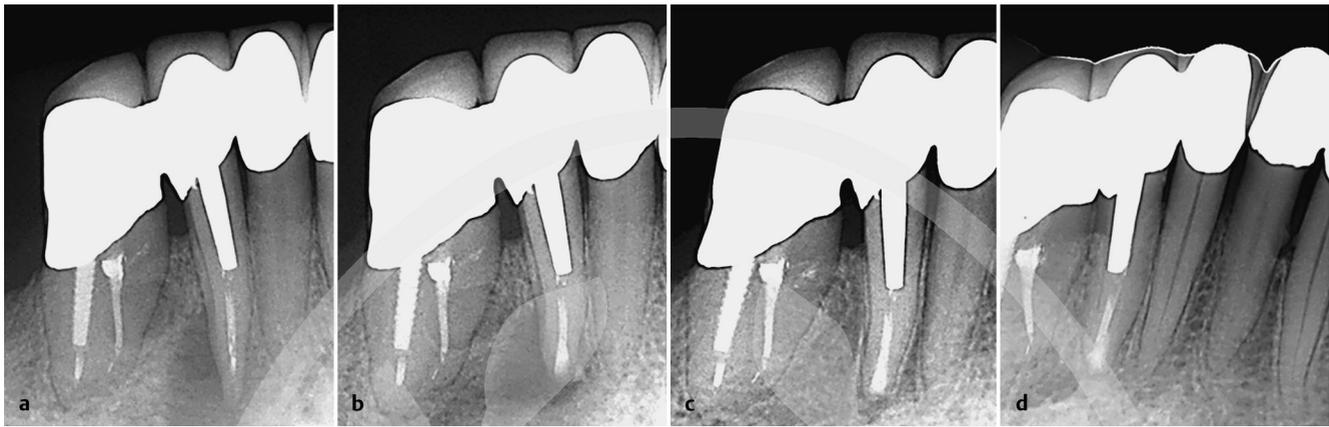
a 65-jährige Patientin mit akuter Parodontitis apicalis und Schwellung am Zahn 42 und ausgedehnter periapikaler Aufhellung nach langjährig symptomloser unvollständiger WKB und Versorgung mit Keramikstift. Zum Schutz der Restzahnsubstanz wird eine retrograde Therapie geplant. b Nach minimaler Resektion und retrograder chemomechanischer Reinigung mit Ultraschallfeilen wurden die beiden Wurzelkanäle mit MTA verschlossen. c, d Röntgennachkontrollen nach 1 und 5 Jahren ohne pathologischen Befund.
